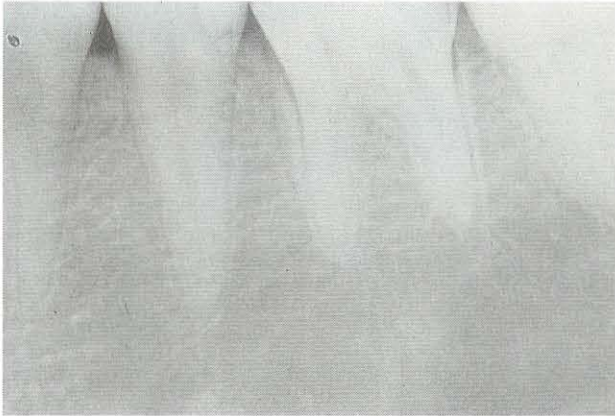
Caso 1. Radiografía de diagnóstico del molar 36.
